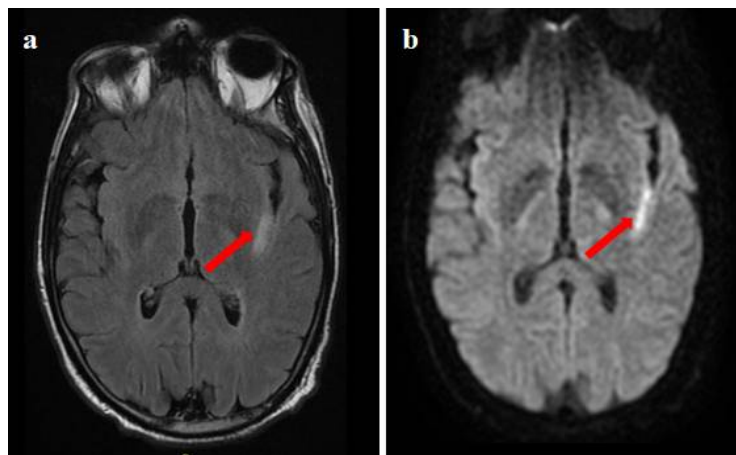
Brain MRI axial T2 flair image (a) and diffusion weighted image (b) showing hypersignal of the left insular ribbon
